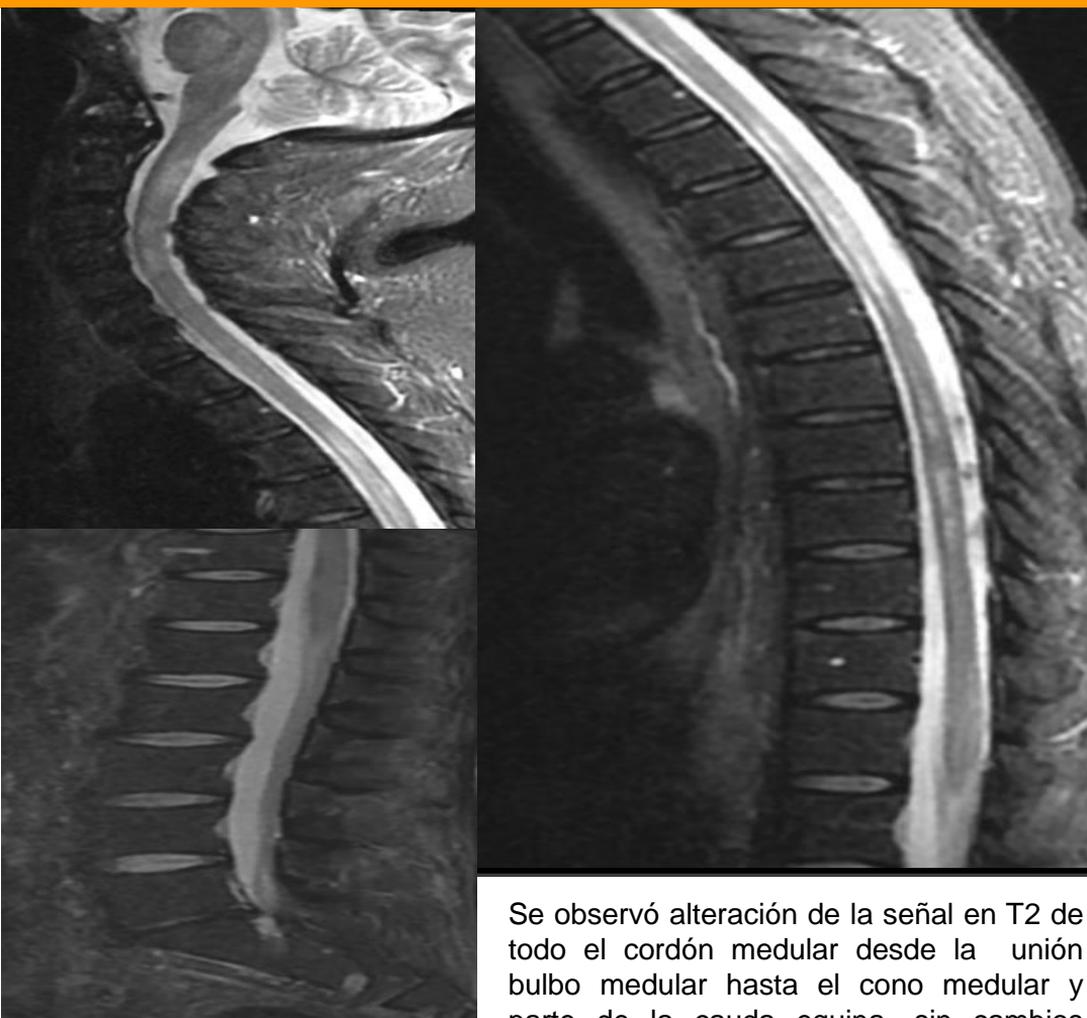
Resonancia magnética de columna cervical dorsal y lumbar, se observa aumento de señal y engrosamiento de toda la médula, compatible con mielitis transversa.
